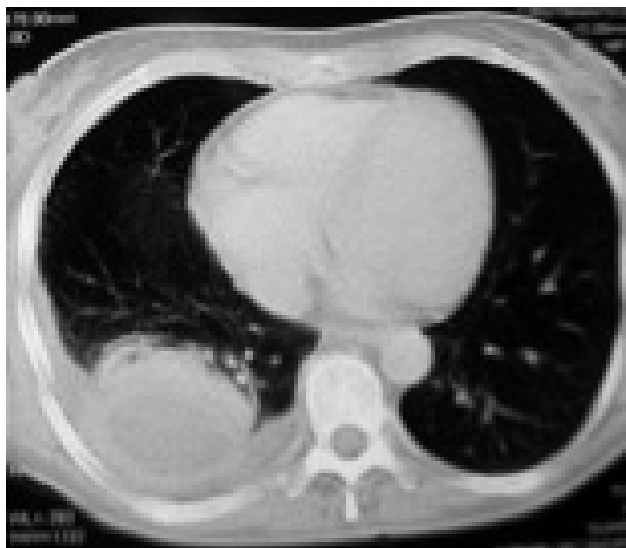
TAC de tórax: Lesión de pared gruesa y contenido líquido de localización basal y posterior del pulmón derecho debida a nocardiosis. Derrame pleural asociado.
